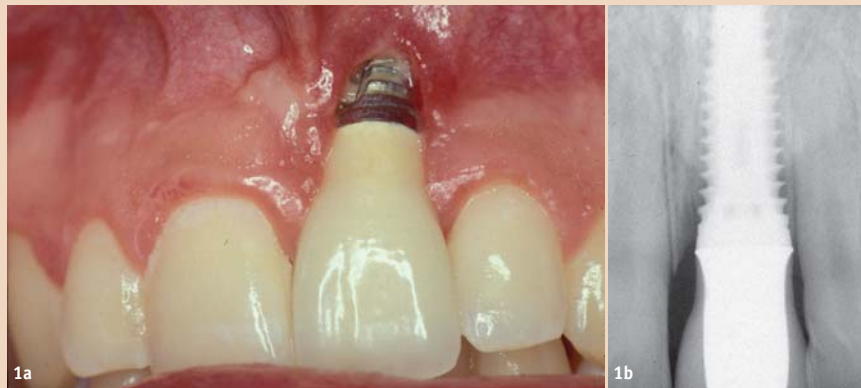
Schwere Weichteilrezession bei einem Implantat, welches zu weit facial positioniert ist. – Abb. 1b: Das Röntgenbild zeigt das überdimensionierte Implantat, welches die faciale Fehlposition verstärkte.
